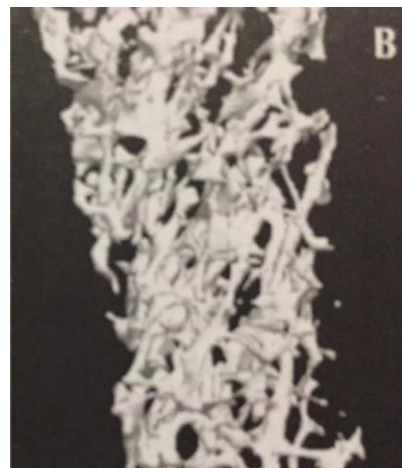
Imagem de osso de microtomografia computadorizada (micro-TC) de um doente com osteoporose
